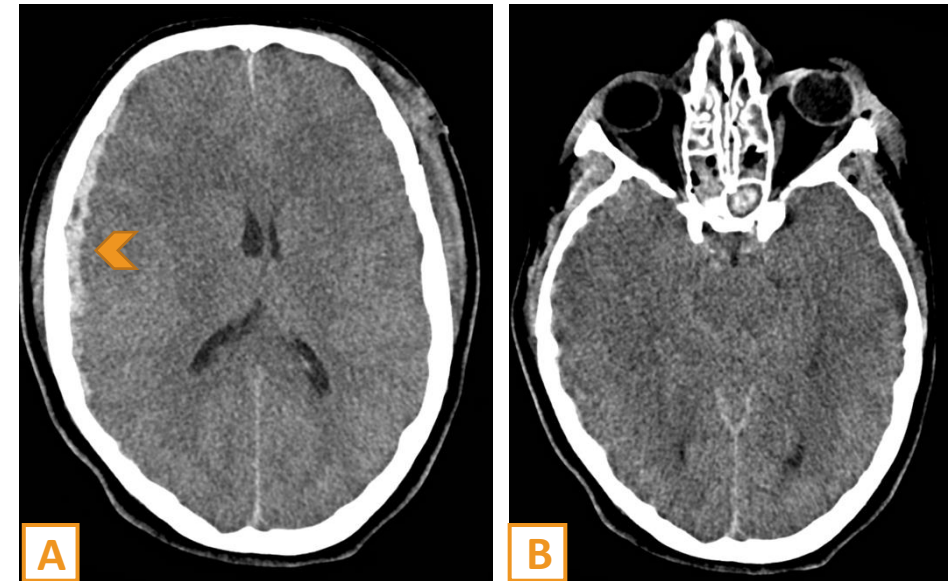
Paciente femenina con traumatismo craneoencefálico tras caída de caballo. TC craneal sin contraste muestra hematoma subdural fronto-parieto-temporal derecho, con un espesor máximo aproximado de 6 mm (imagen A). Se asocia obliteración generalizada de los surcos de la convexidad y de las cisternas de la base, junto con disminución difusa de la densidad del parénquima supratentorial, hallazgos sugestivos edema cerebral difuso.
